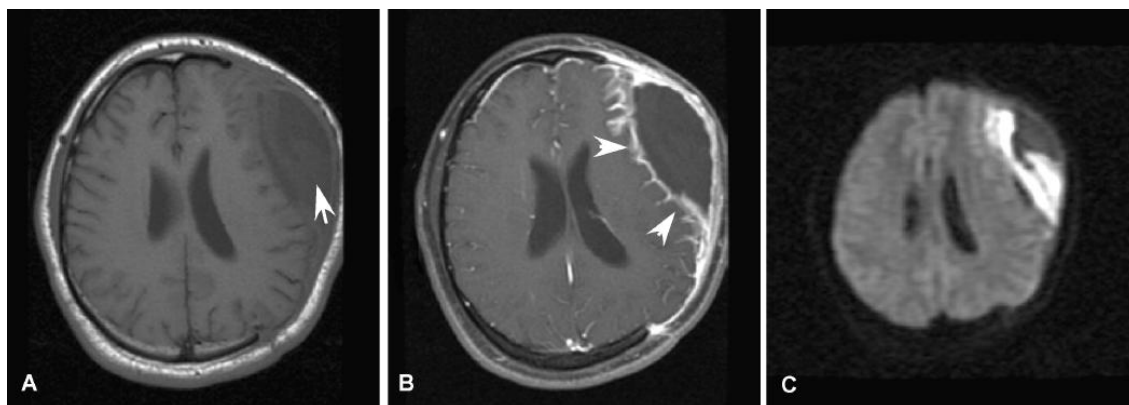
Empiema subdural postquirúrgico: A: RM craneal axial (T1 sin contraste) observando colección subdural en el área de la craniectomía. B: T1 con contraste: importante captación de las membranas. C: Restricción en la secuencias de difusión.¹³⁵
